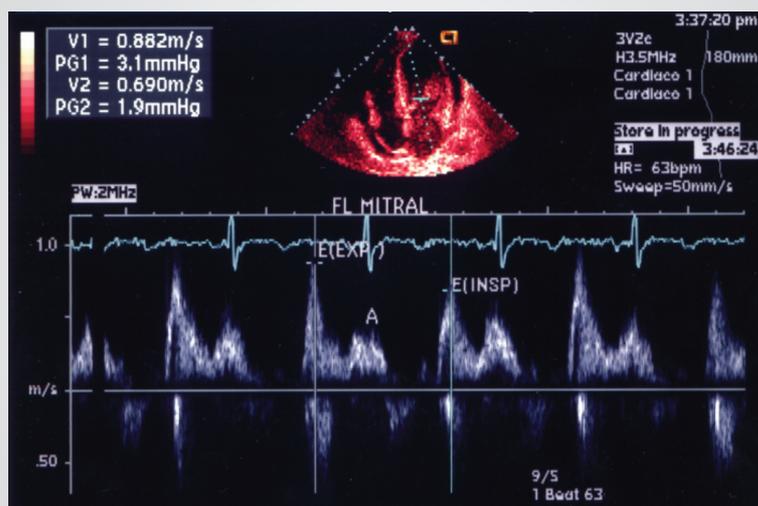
Doppler pulsátil com amostra posicionada ao nível das bordas dos folhetos da valva mitral - observa-se padrão restritivo do fluxo diastólico mitral. Nota-se, também, variação da velocidade da onda E mitral com a respiração de 28%. Este paciente apresentava valor de NT-proBNP de 1.996 pg/ml
